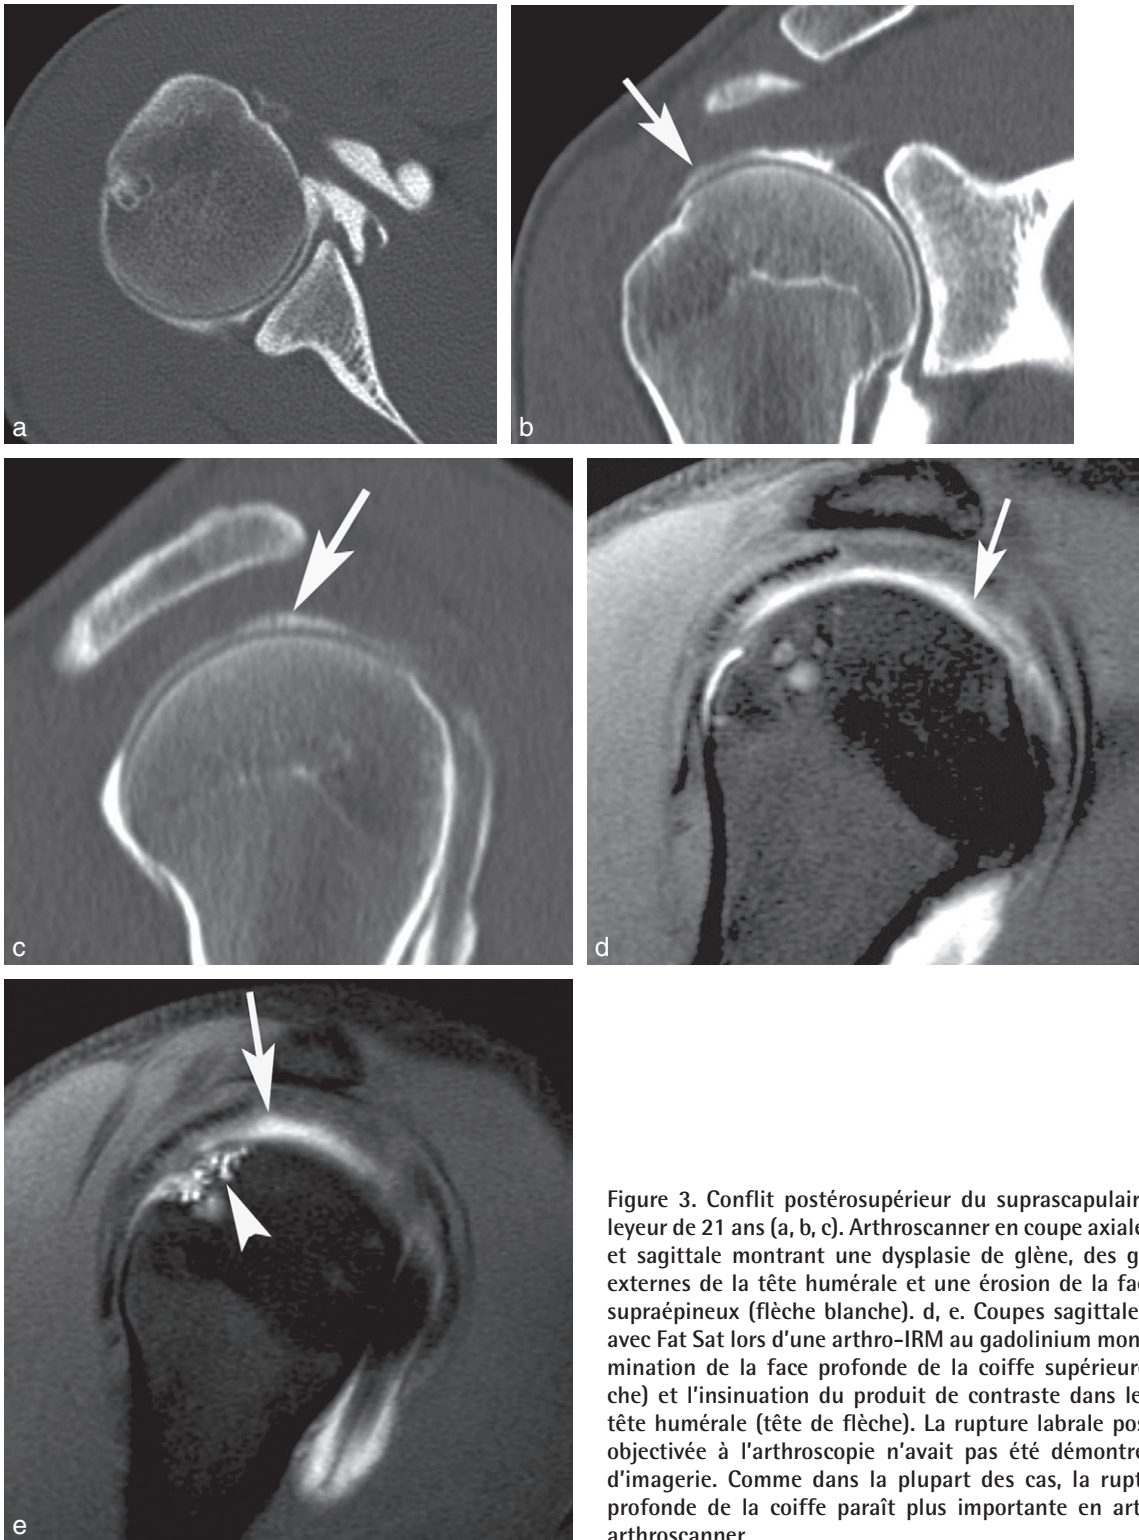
Conflit postérosupérieur du suprascapulaire chez un volleyeur de 21 ans (a, b, c). Arthroscanner en coupe axiale, MPR coronale et sagittale montrant une dysplasie de glène, des géodes postéro-externes de la tête humérale et une érosion de la face profonde du supraépineux (flèche blanche). d, e. Coupes sagittales pondérées T1 avec Fat Sat lors d'une arthro-IRM au gadolinium montrant une délamination de la face profonde de la coiffe supérieure (flèche blanche) et l'insinuation du produit de contraste dans les géodes de la tête humérale (tête de flèche). La rupture labrale postérosupérieure objectivée à l'arthroscopie n'avait pas été démontrée par le bilan d'imagerie. Comme dans la plupart des cas, la rupture de la face profonde de la coiffe paraît plus importante en arthro-IRM qu'en arthroscanner.
